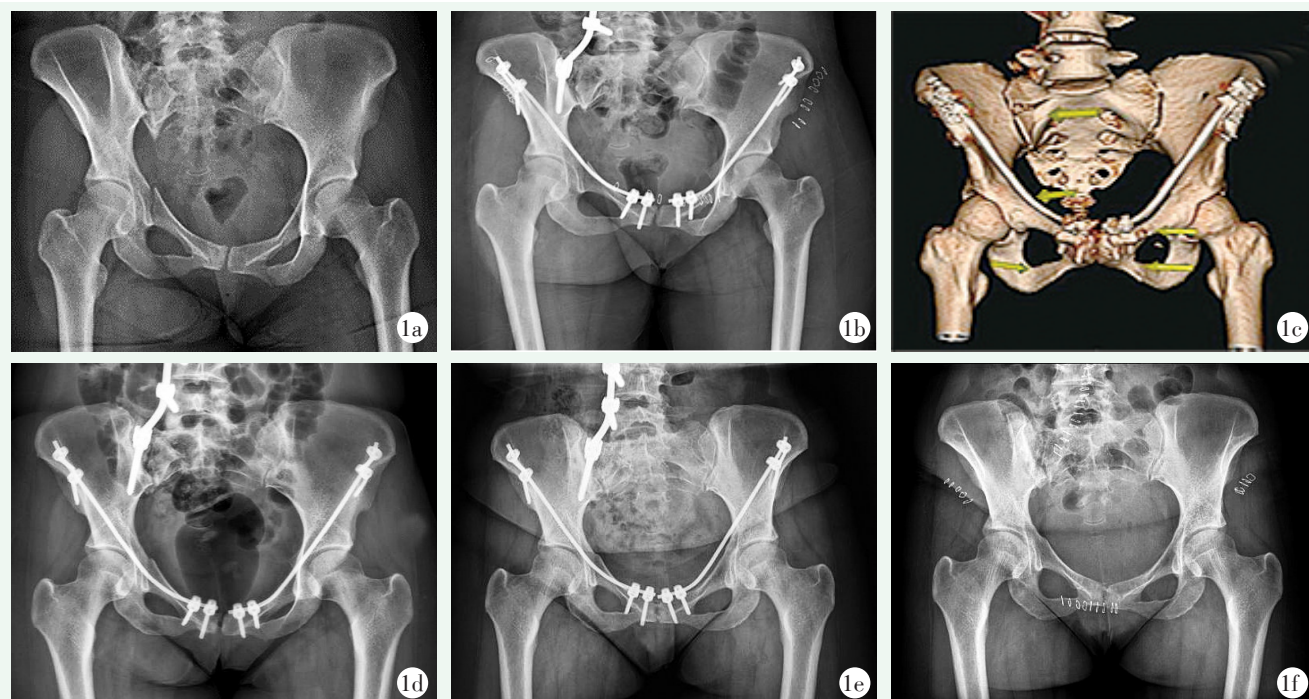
患者,女,33岁,重物砸伤。1a:术前骨盆正位片显示C2型损伤,右侧骶髂关节脱位、骶骨骨折、双侧耻骨骨折;1b:术后即刻骨盆正位X线片示后路腰髂固定、前路钉棒固定;1c:术后即刻骨盆三维CT重建;1d:术后3个月骨盆正位X线片示骨折线模糊,骨折基本愈合;1e:术后6个月骨盆正位X线片示骨折线消失;1f:术后6个月行内固定物取出,骨折愈合,无移位。
